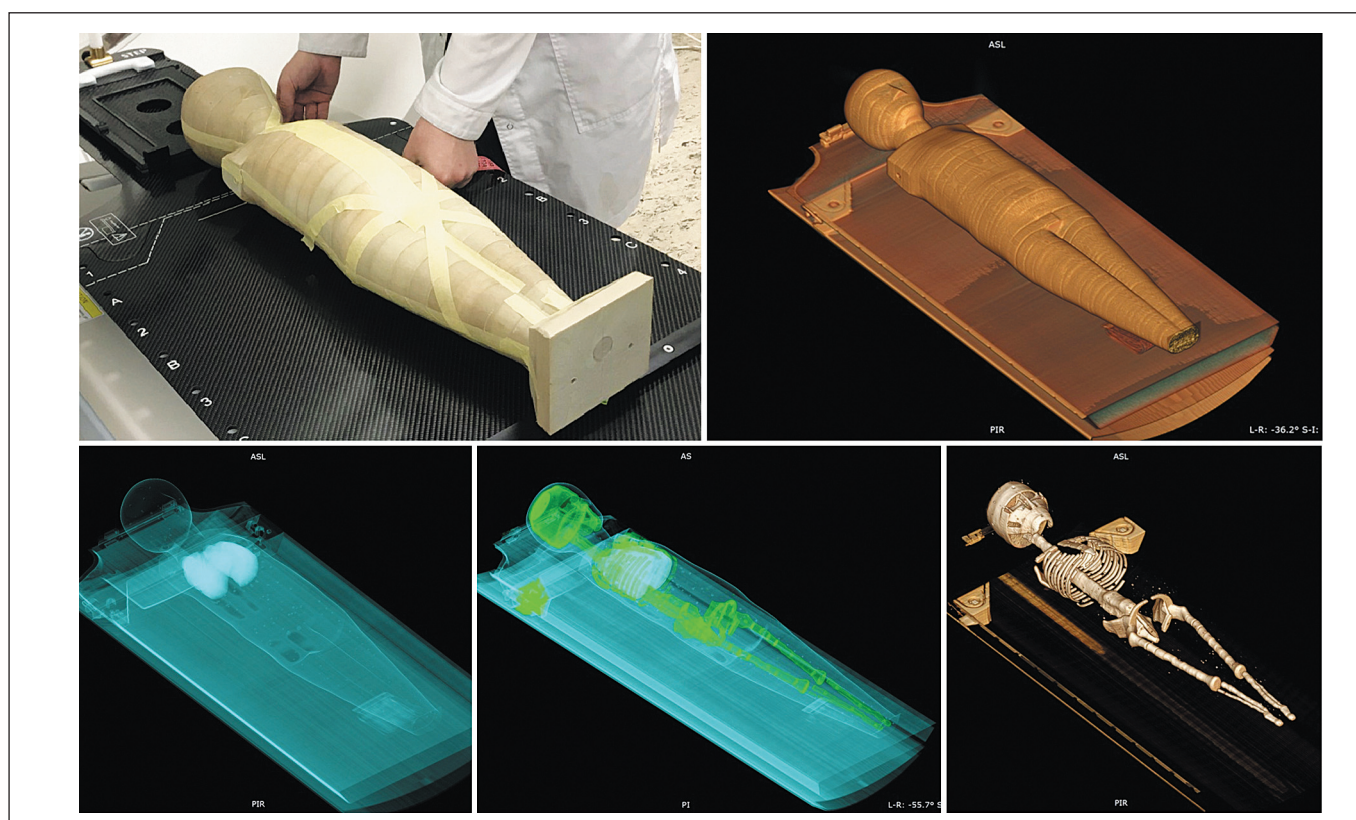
Зовнішній вигляд та внутрішня структура (за даними КТ) антропоморфного гетерогенного фізичного фантому дитини віком 5 років
